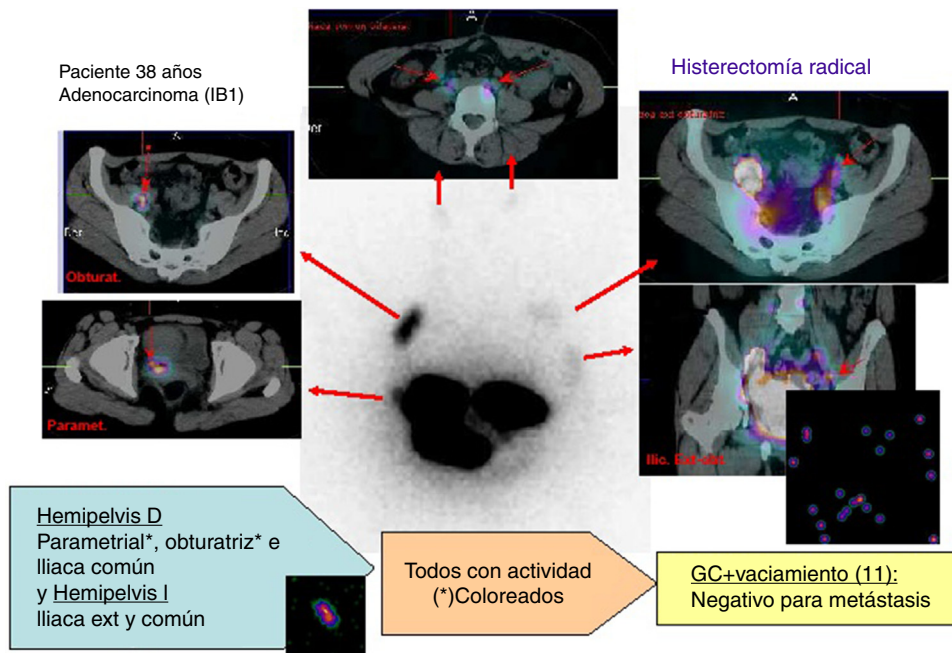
Correspondencia entre la imagen planar y las imágenes de fusión SPECT/TC. Se muestra el caso de una paciente de 38 años con adenocarcinoma de cérvix estadio IB1 en la que se localizan 3 GC en la hemipelvis derecha (región obturatriz, parametrial e iliaco común) y 3 en la hemipelvis izquierda (región obturatriz, iliaco externo y e iliaco común). Se identifican por laparoscopia todos los GC hallados por SPECT/TC salvo el obturatriz izquierdo, presentando todos ellos actividad y coloreados los señalados con (*). El estudio histológico de los GC y de la linfadenectomía fue negativo para metástasis.
